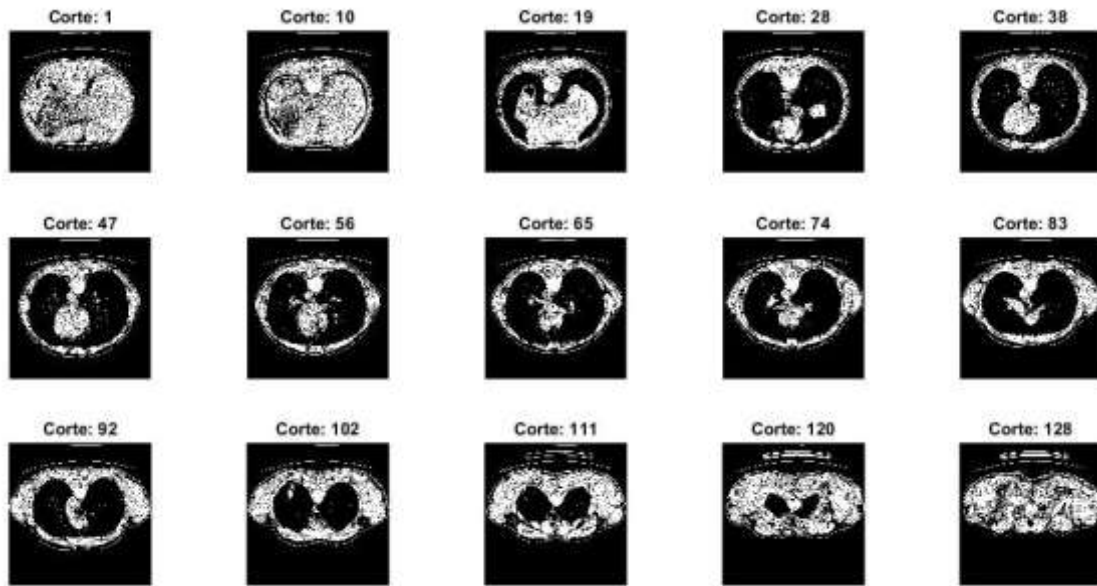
Exemplo de visualização de vários cortes num conjunto de dados de TC
